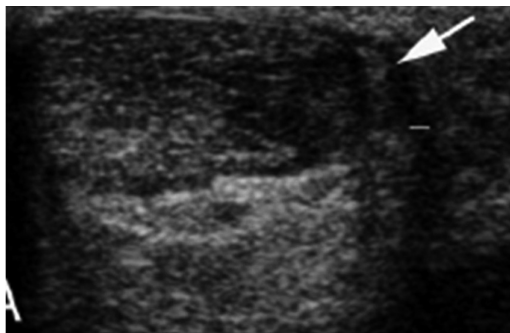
Plantar engrosado en ultrasonido 2D (flecha).
